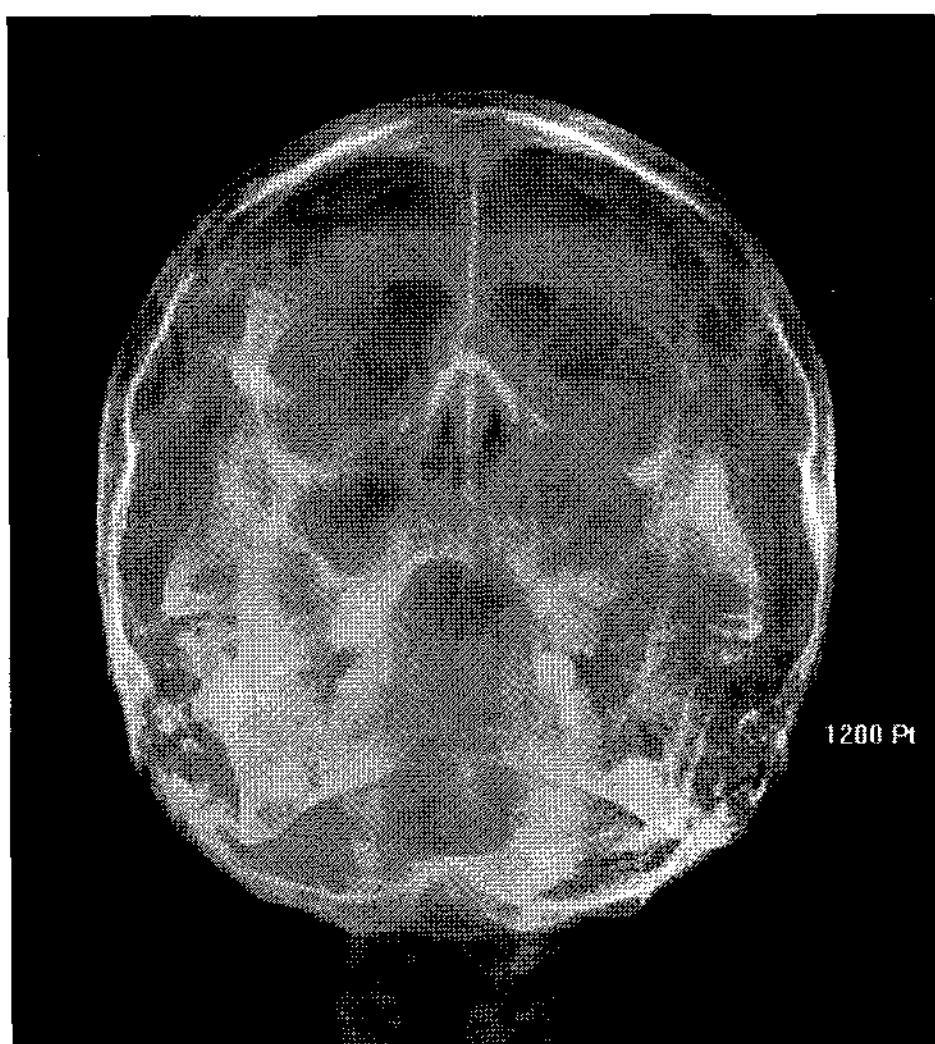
Water's radiograph shows calcification of falx cerebri.
